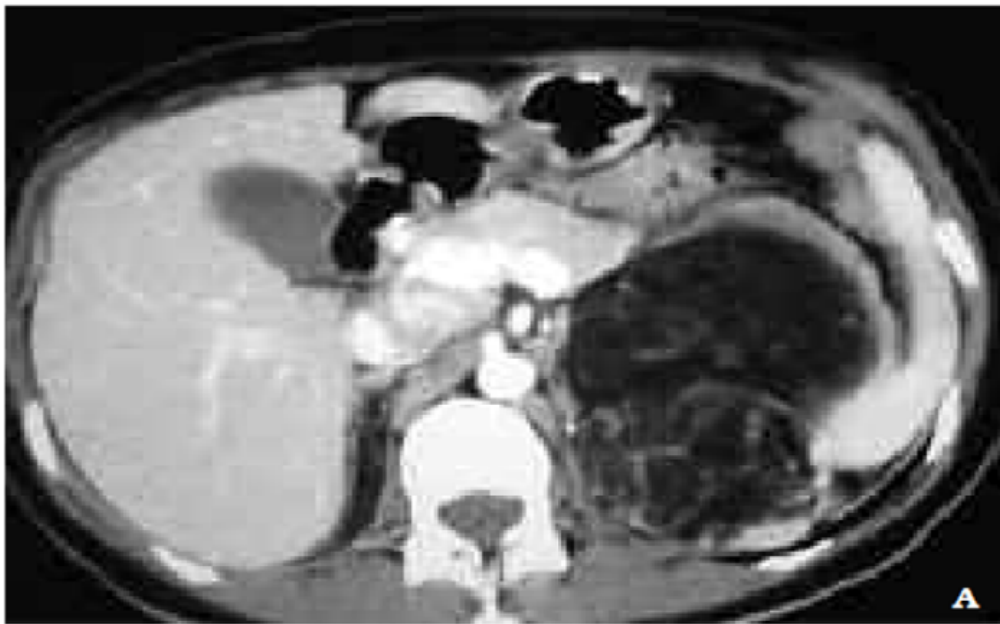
A y B. Mostrando en imagen TAC la existencia de dos masas subcapsulares con arquitectura predominante grasa (densidades negativas entre - 190 y -110 U.H.). En el seno de ambas masas se delinean estructuras vasculares y elementos de densidad intermedia.
